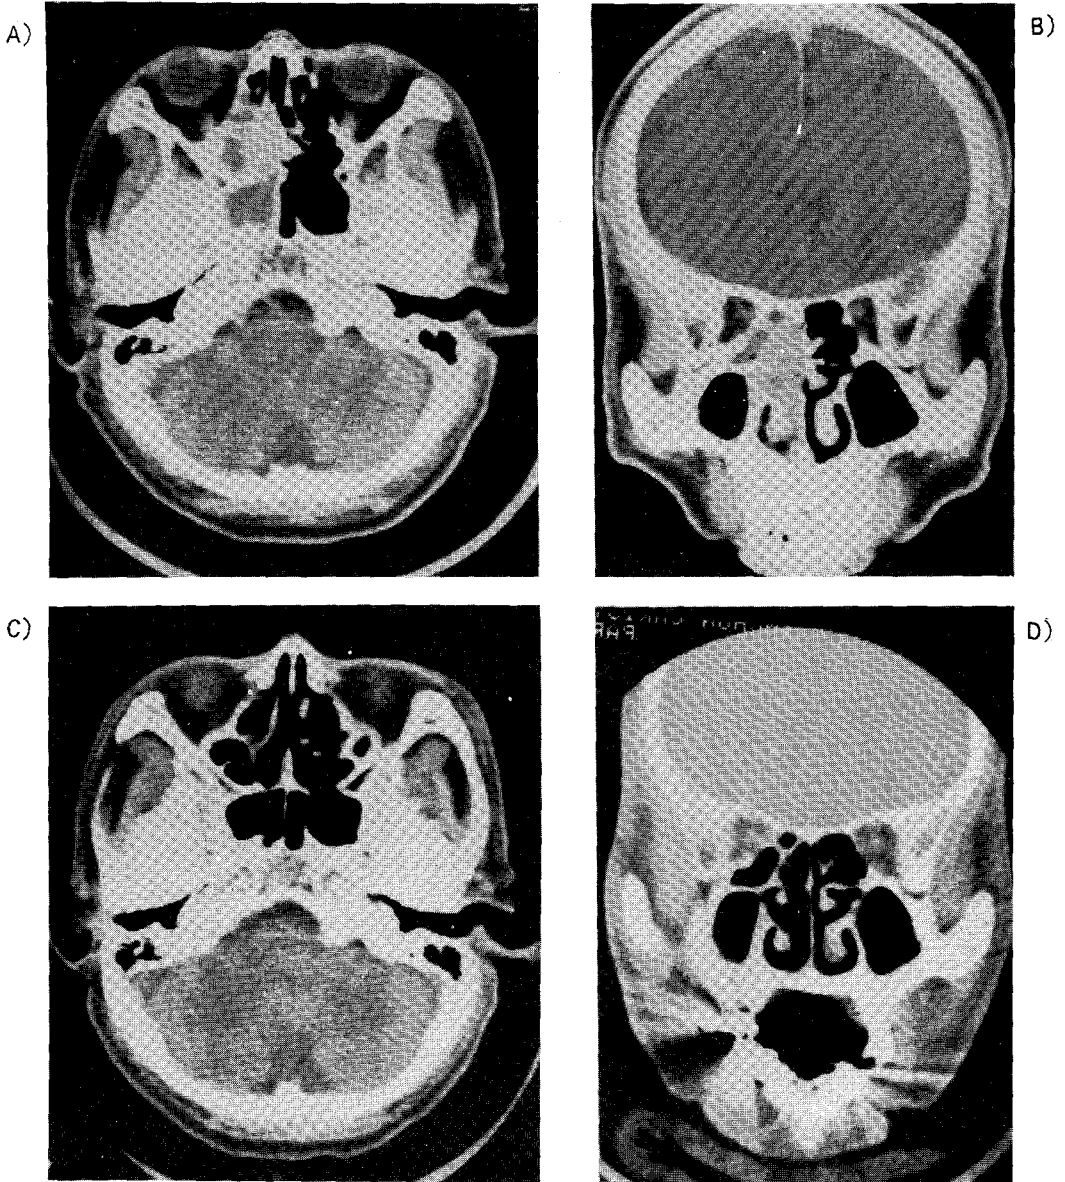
CT Finding of olfactory neuroepithelioma.
